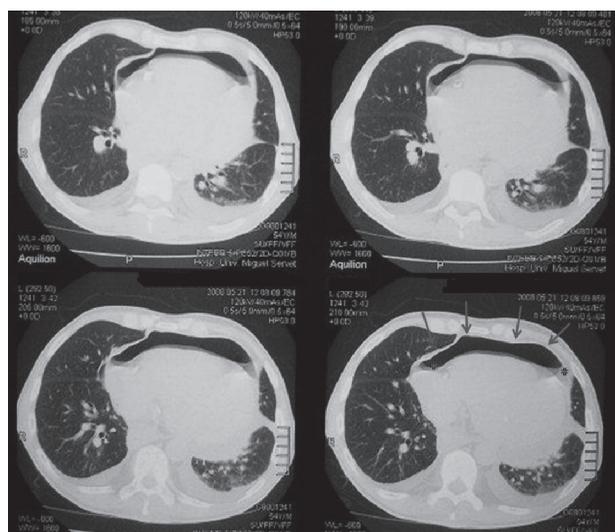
Tomografía computarizada torácica. Nótese la presencia de aire (flechas) localizado en la parte más anterior de la cavidad pericárdica (al realizarse con el paciente en decúbito supino) asociado a pequeña cantidad de líquido pericárdico (asteriscos), derrame pleural bilateral y opacidades parenquimatosas en lóbulo superior derecho con signos de afectación bronquiolar infecciosa.
